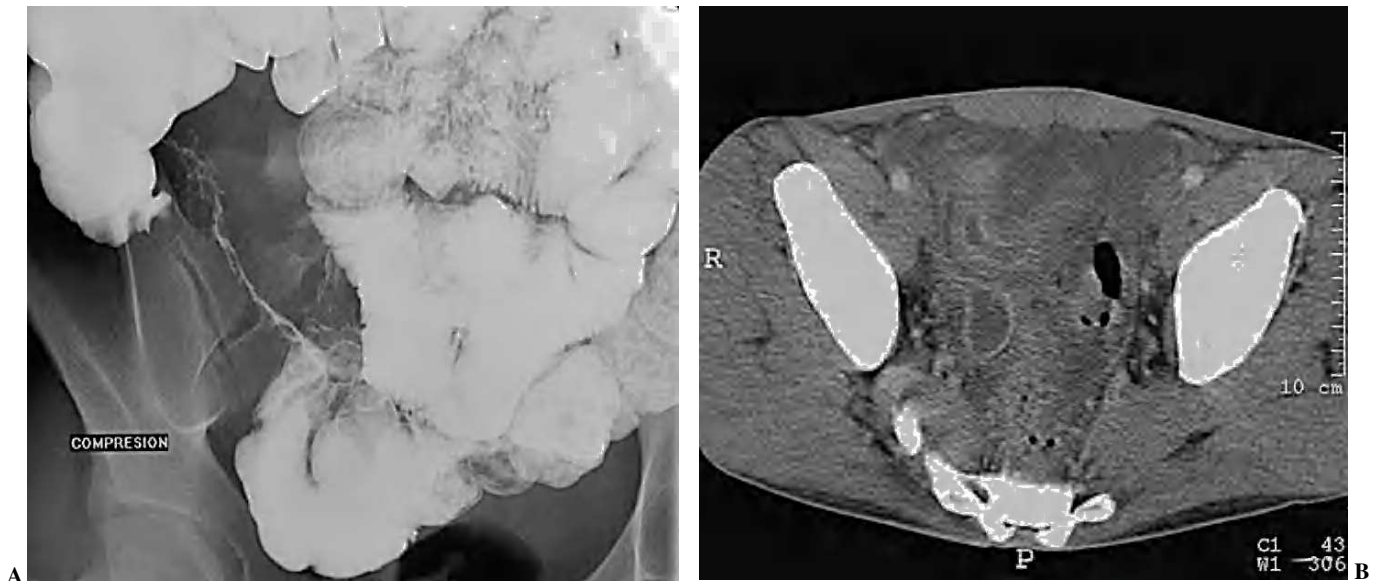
Enfermedad de Crohn, fase activa inflamatoria. (A) En el tránsito baritado: signo de “la cuerda” a nivel del íleon terminal. (B) La correlación en tomografía computarizada (TC) muestra engrosamiento mural, hiperemia y estratificación.
